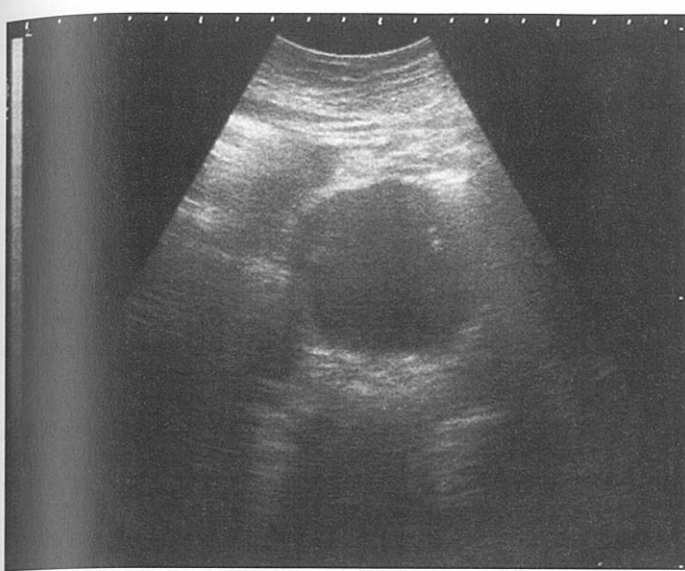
Imagine ecografică a unui anevrism de aortă abdominală în secțiune transversală.
